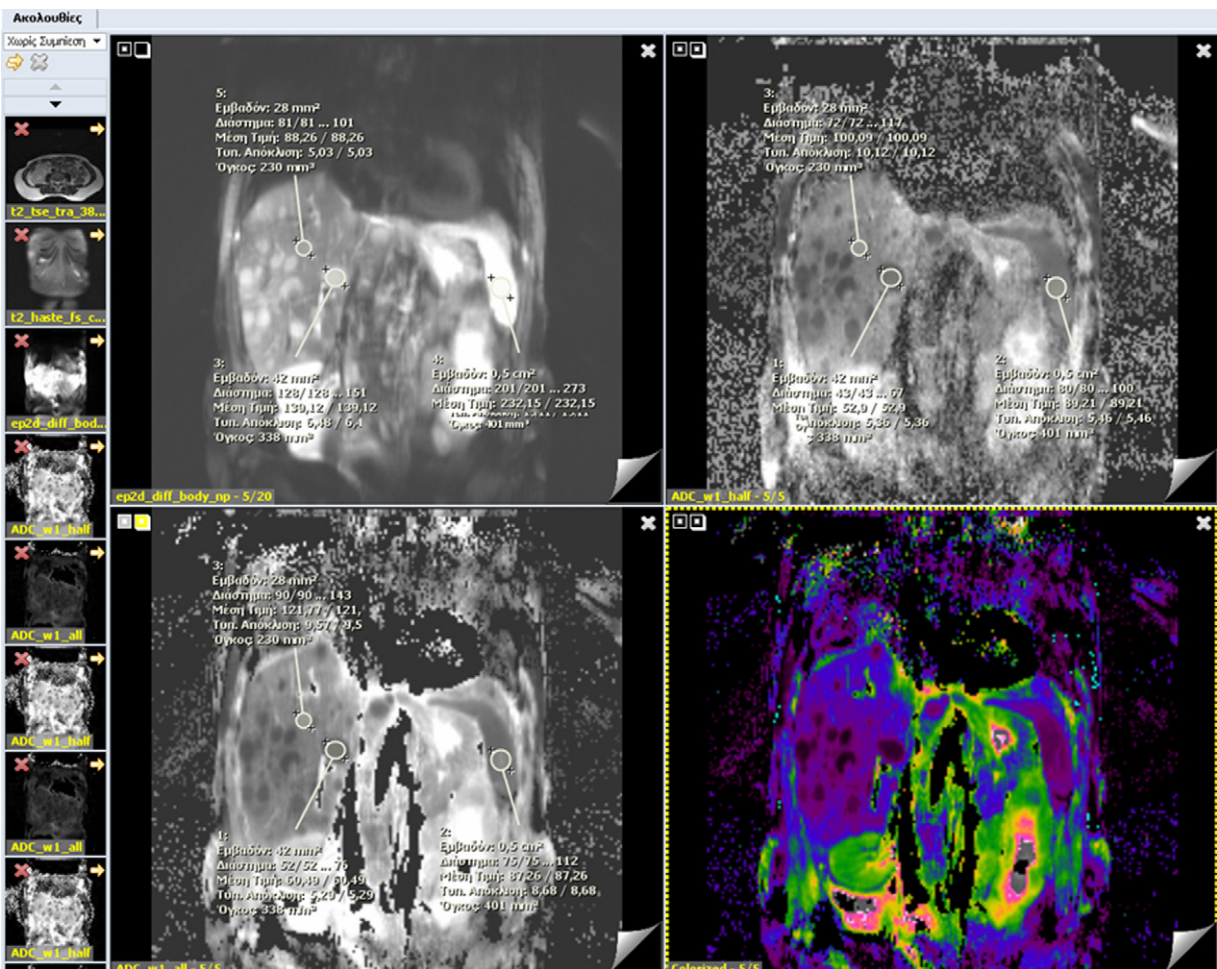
Coronal DWI image (b0) (upper left), ADC map based on four-point technique (upper right), ADC map based on two-point technique (lower left) and color-coded ADC map based on the two-point technique (lower right) of a patient with carcinoid tumor and multiple metastatic lesions of the liver. The region of interest for ADC quantification of the hepatic lesions and spleen is also shown.
